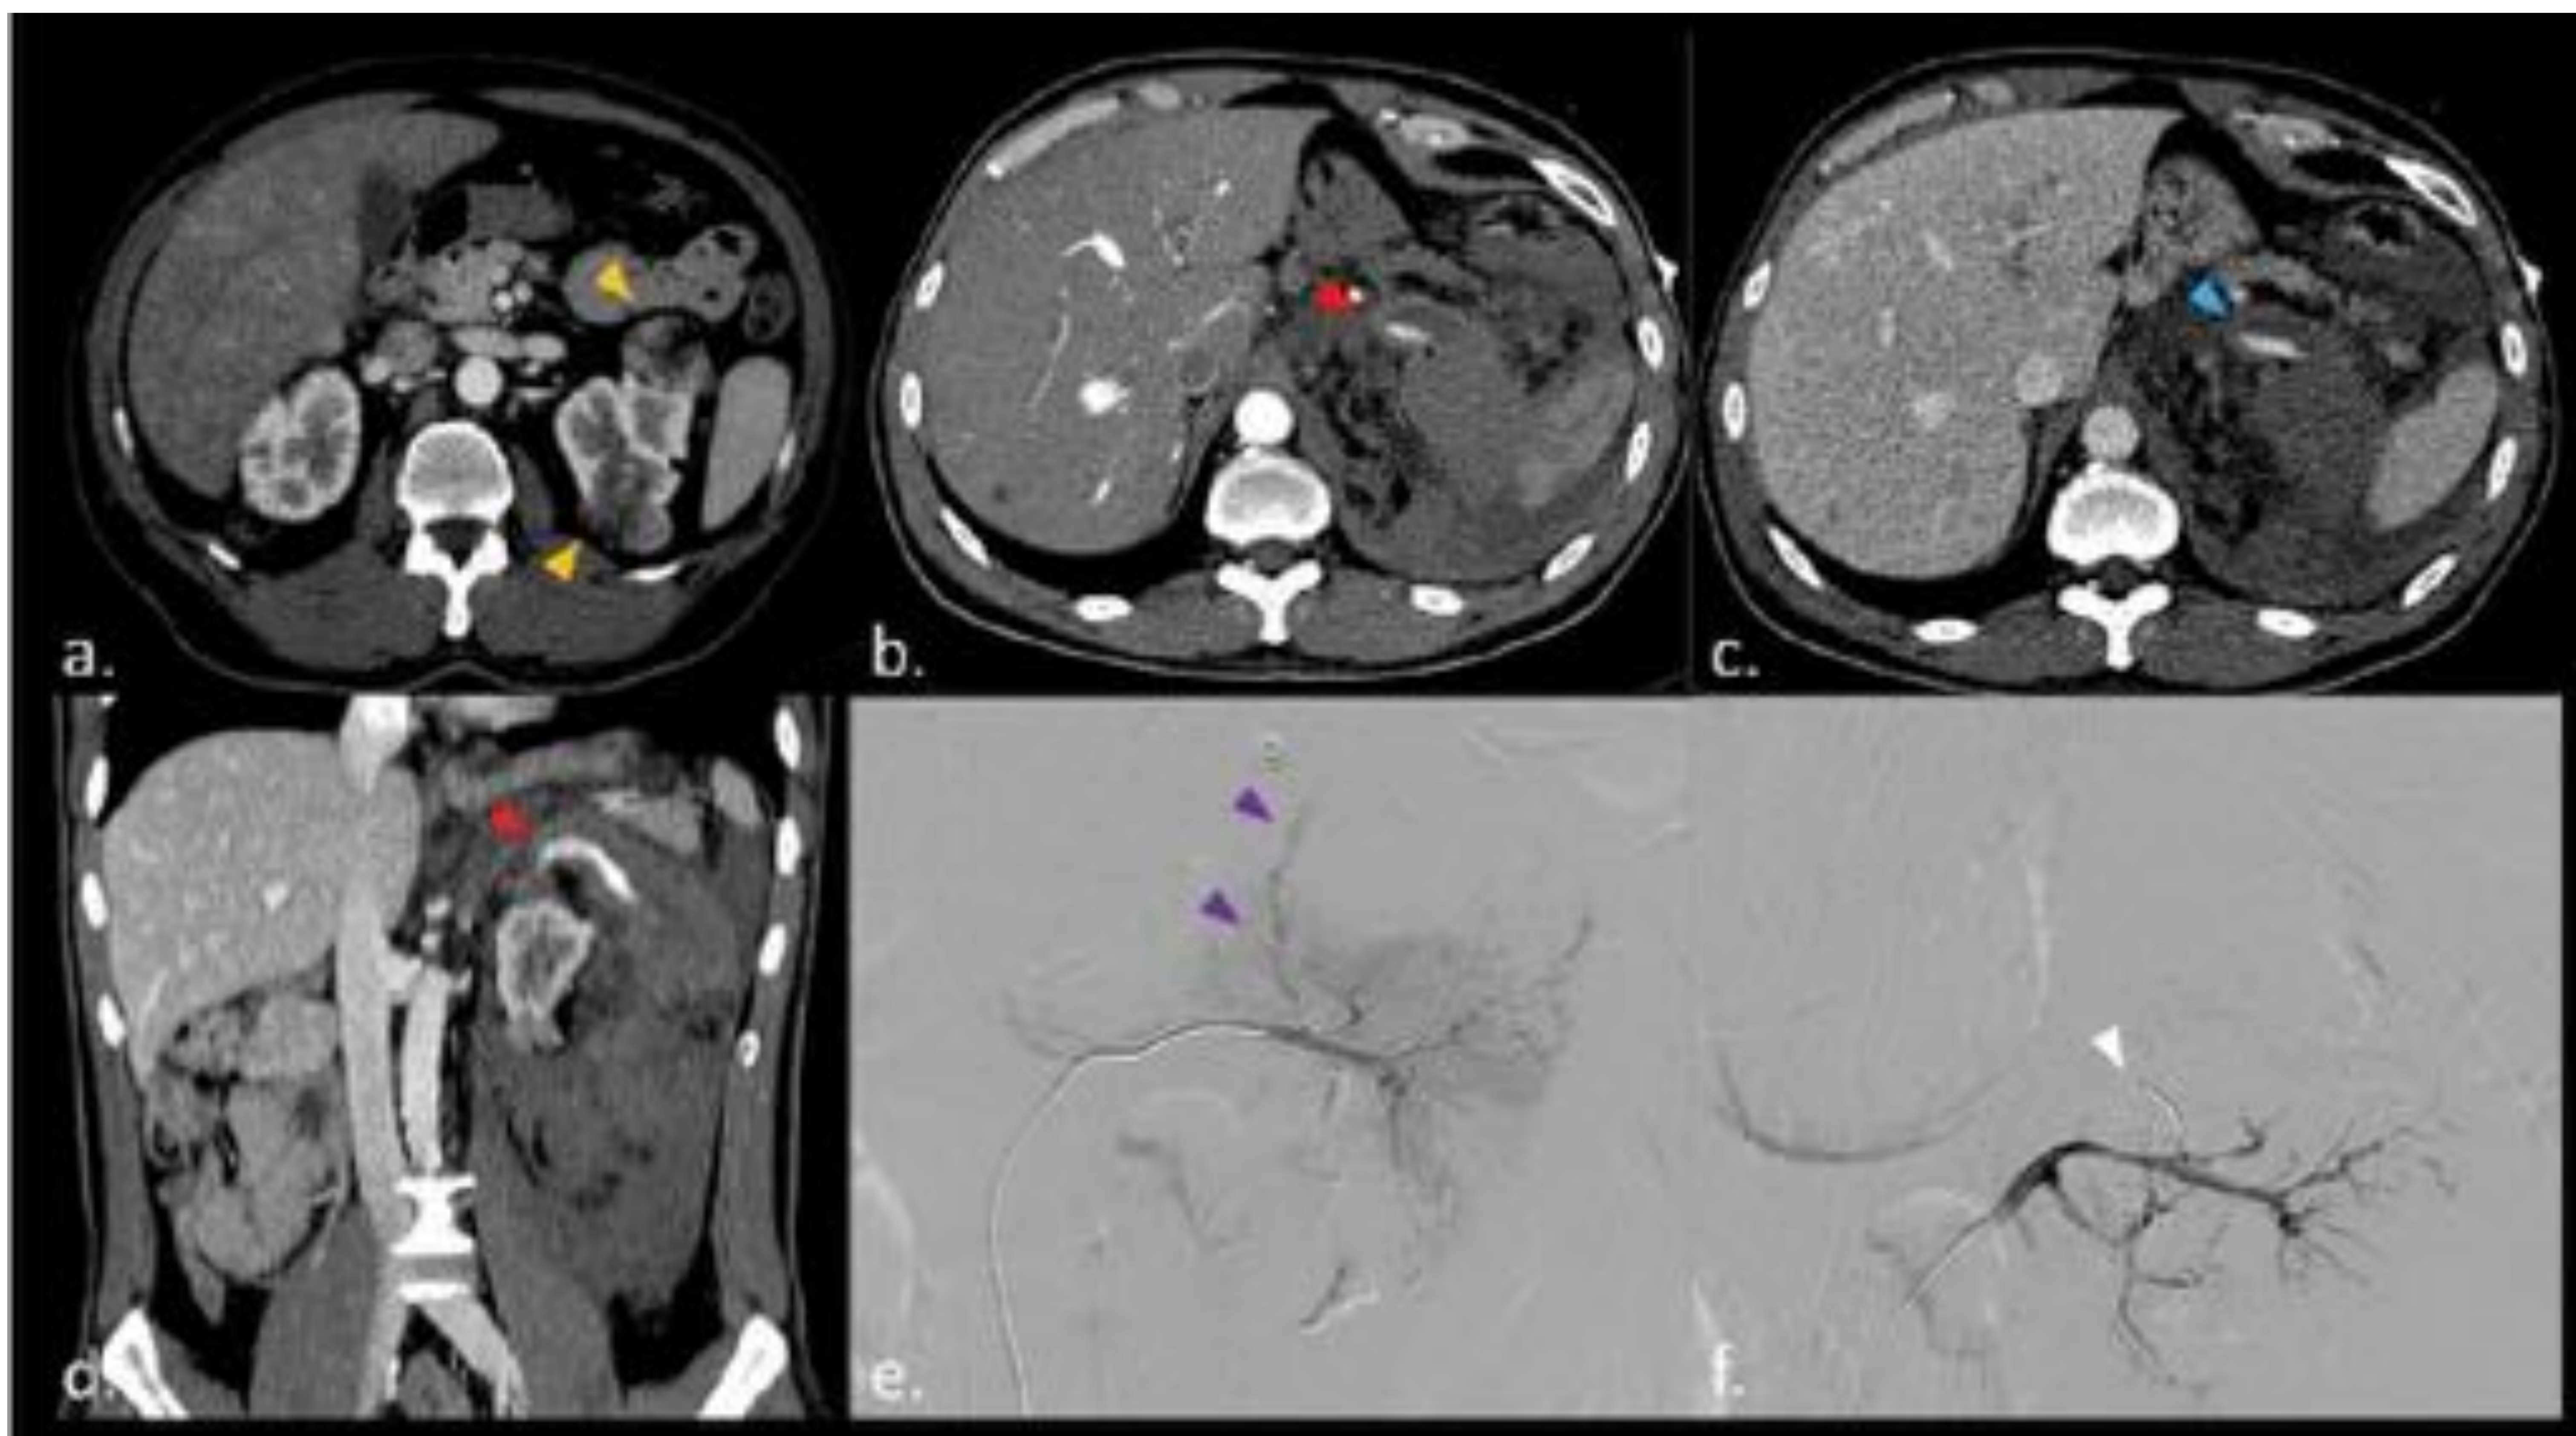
Imágenes de TC axial y coronal de un varón de 48 años que presenta quistes renales bilaterales y angiomiolipomas (cabezas de flecha amarillas, a). Imagen de TC axial con contraste realizada un año después de la anterior, muestra un hematoma en el espacio perirenal izquierdo y extravasación activa de contraste en la fase arterial (punta de flecha roja, b) que aumenta en fase venosa (punta de flecha azul, d). Imágenes coronales MIP que muestran extravasación activa, (punta de flecha roja, d). Angiografía selectiva de la arteria renal izquierda demuestra extravasado activo de contraste en el polo superior izquierdo, (punta de flecha morada, e). Angiografía postembolización con partículas y coils (punta de flecha blanca, f), muestra exclusión del segmento de sangrado sin otros focos de extravasación de contraste.
